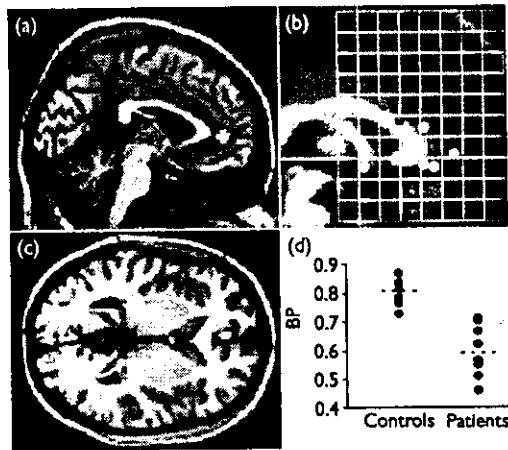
The region showing a significant reduction in the BP of 5-HTT in chronic fatigue syndrome patients. (a) Sagittal and (b) horizontal views of statistical parametric maps superimposed on a normalized brain MRI. BP of the rostral subdivision of anterior cingulate (BA24/32) was significantly reduced (corrected $p=0.008$, $Z=4.95$) in chronic fatigue syndrome patients. The cluster consisted of 39 voxels extending from the MNI brain space coordinates ($x=-2$, $y=46$, $z=2$). (c) The coordinates of the cluster observed in the present study (green circle) is compared with those of previous PET studies demonstrating a reduction in the rCBF shown by blue circles [10], regional standard uptake value of [$2\text{-}^{11}\text{C}$]acetyl-L-carnitine shown by purple circles [10], and regional glucose metabolism shown by a yellow circle [9]. (d) Plots of BP in the rostral anterior cingulate of controls and chronic fatigue syndrome patients.
